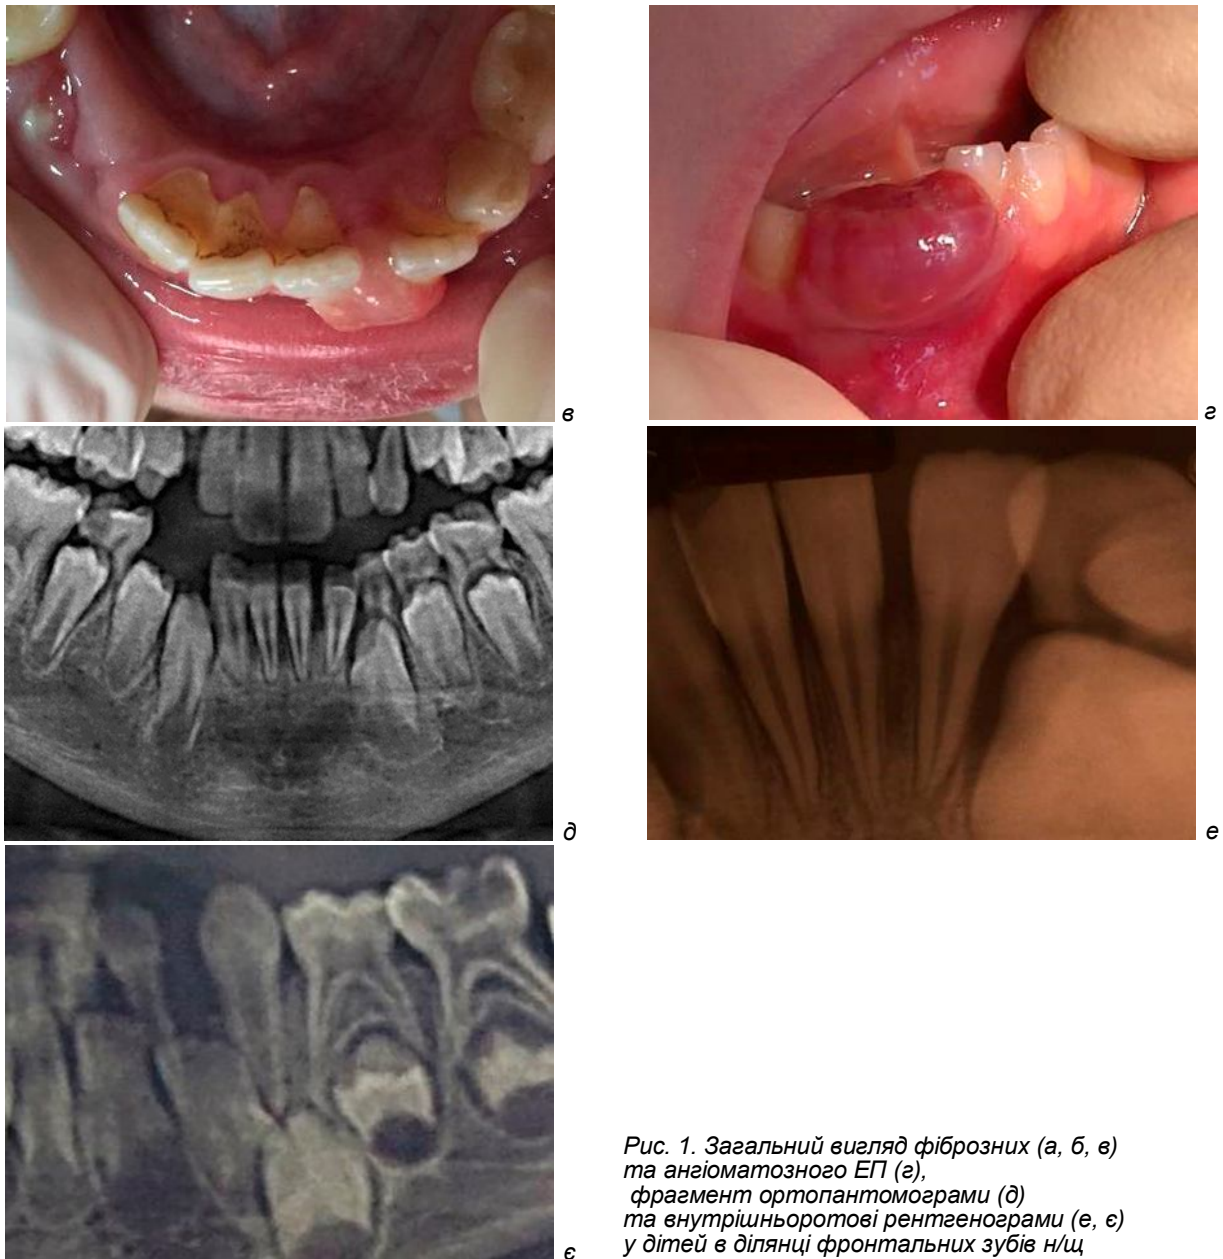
Загальний вигляд фіброзних (а, б, в) та ангиоматозного ЕП (г), фрагмент ортопантомограми (д) та внутрішньоротові рентгенограми (е, е) у дітей в ділянці фронтальних зубів н/щ
